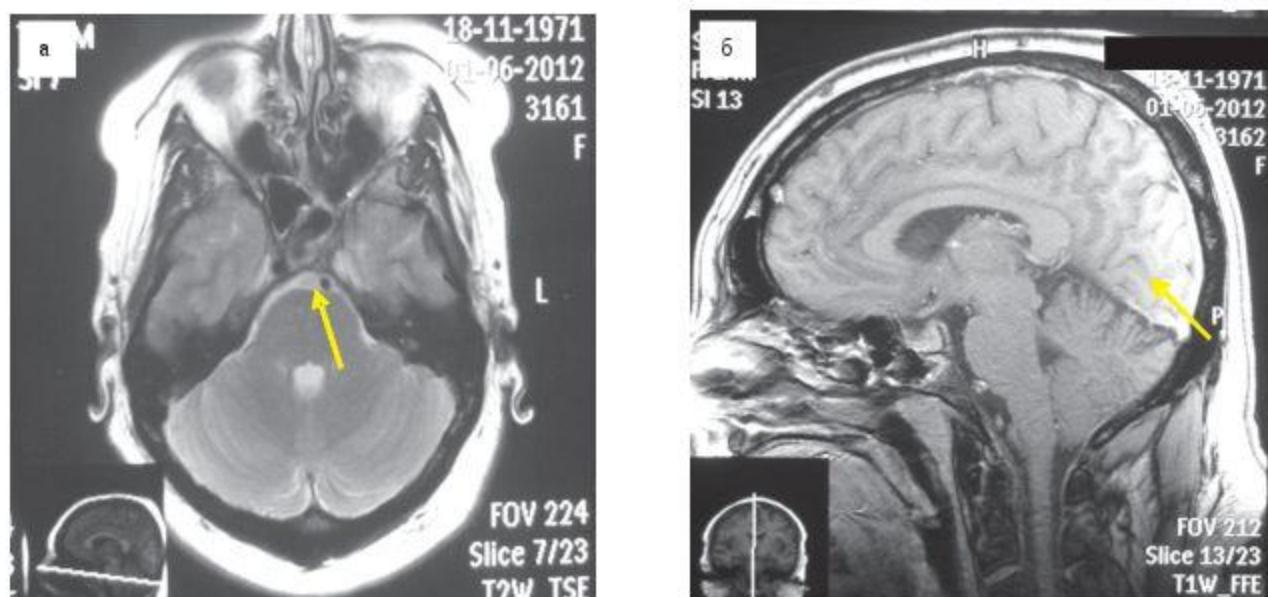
МРТ головного мозга от 01.06.12 г. пациентки М. (а) остаточная ткань гипофиза на фоне фиброзных изменений (б) киста эпифиза
